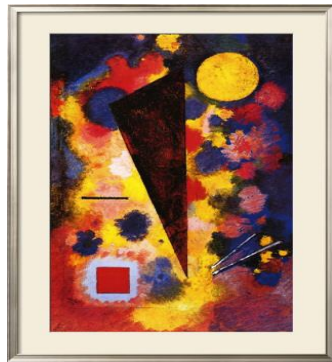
Multicolored Resonance
